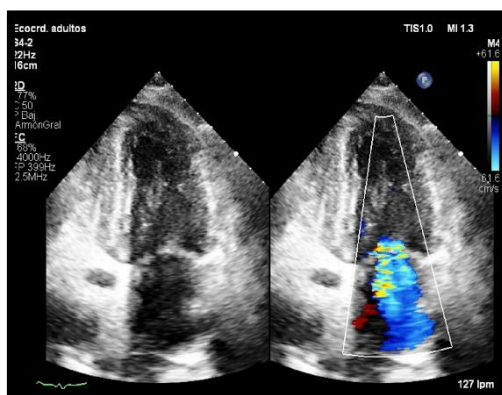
Ecocardiograma (eje apical)
